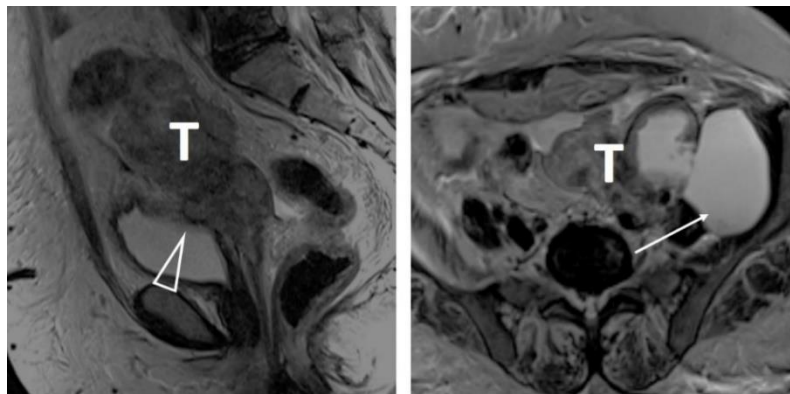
Та же пациентка, через 10 мес. повторный рецидив рака эндометрия. МРТ демонстрирует новообразование от дна матки до средней трети влагалища (Т), с инвазией переднего параметрия и стенки мочевого пузыря (треугольная стрелка). Активизация компонента, достигающего боковой стенки малого таза: сочетание рецидивного мягкотканного компонента (Т) и кистозных изменений (стрелка)
